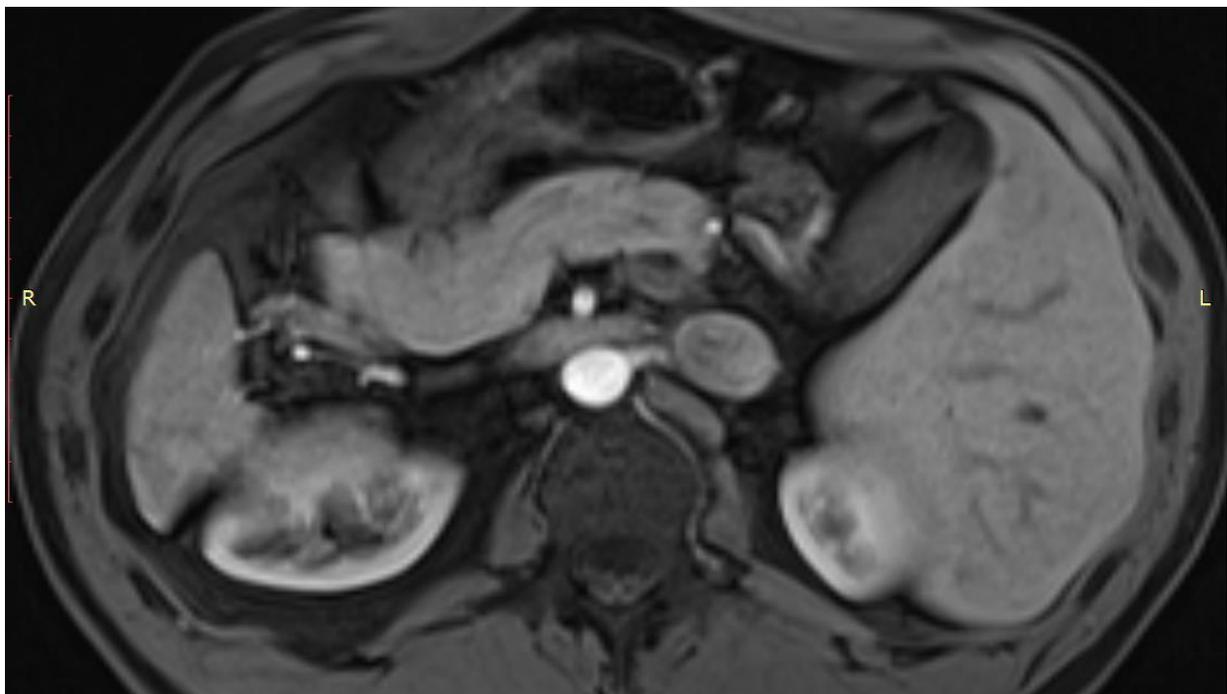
МРТ-срез в аксиальной проекции.
